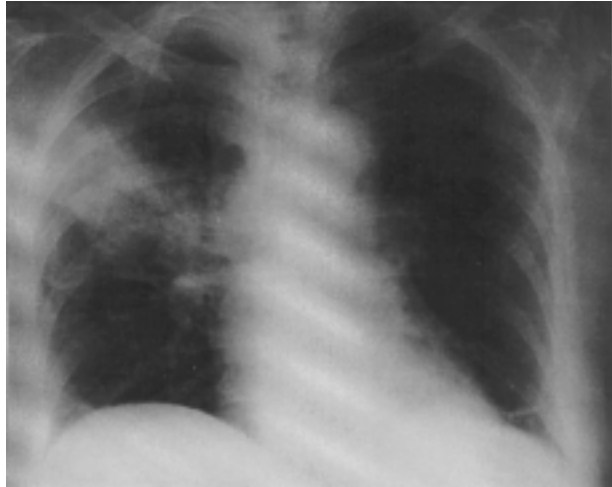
Radiografía de tórax de la paciente del caso número 3 (72 años, sexo femenino). Se observa una condensación en el lóbulo superior derecho con broncograma aéreo. Una imagen más clara en su interior interpretada inicialmente como una cavitación, no fue confirmada por una tomografía computada.
